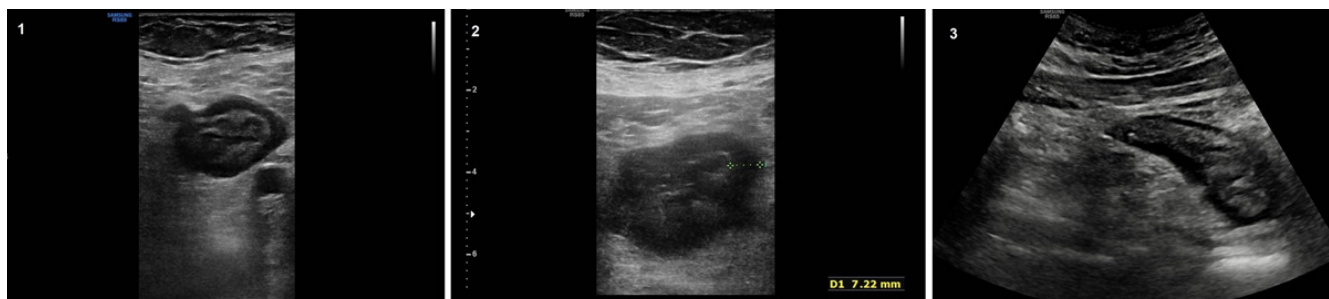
Imágenes radiológicas por ecografía de diverticulitis aguda no complicada.
